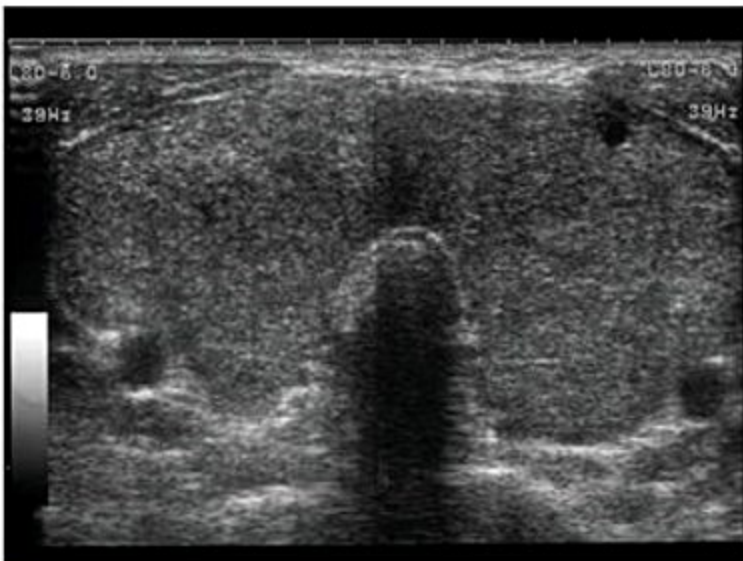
Ultrassonografia mostrando doença de Graves com bócio heterogêneo difuso da glândula.
